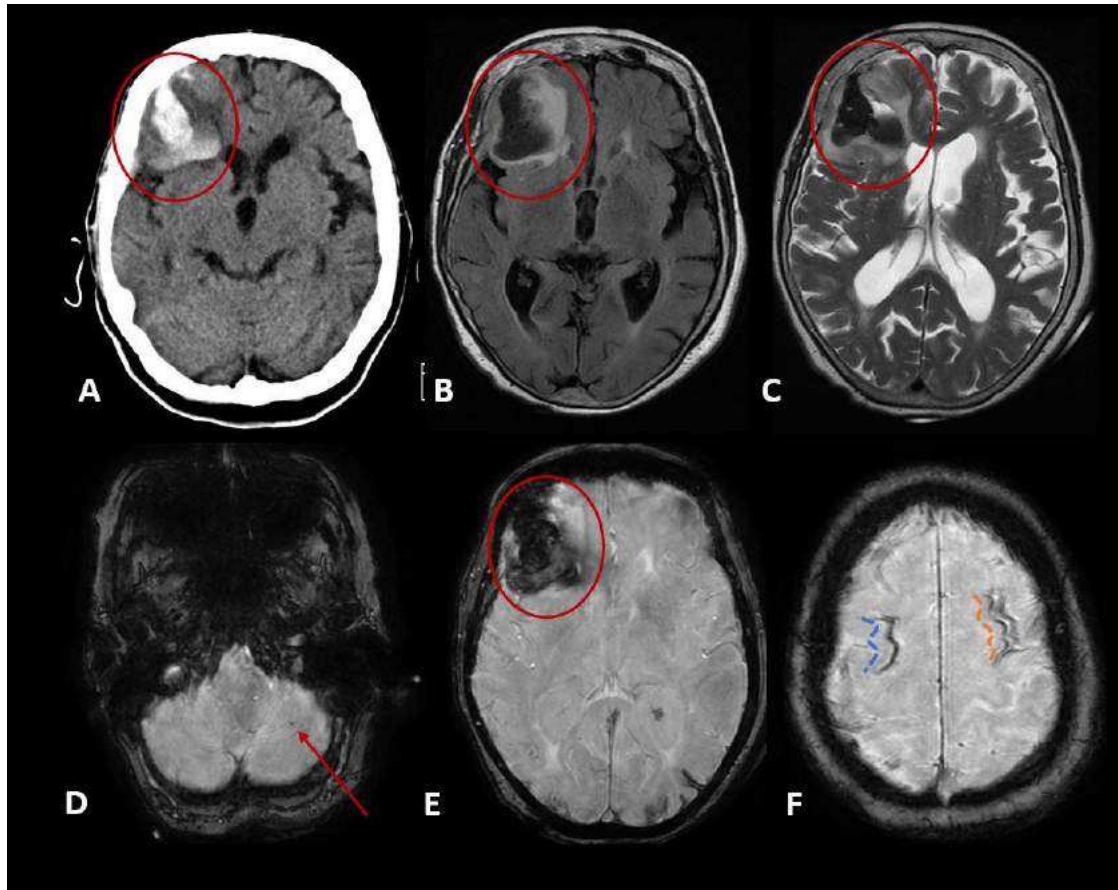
Etiología- Angiopatía cerebral amiloide. A. Reconstrucción axial TCCSC muestra HIE corticosubcortical frontal derecha (círculo). B-C. RM Secuencias FLAIR y TSE-T2, se confirma HIE de aspecto subagudo crónico (círculo). D-E-F Secuencia de susceptibilidad magnética. Además de HIE (círculo) se observan focos de microsangrado (flecha) e imágenes lineales hipointensas de depósito de hemosiderina por siderosis superficial (línea discontinua naranja) y HSA (línea discontinua azul).
